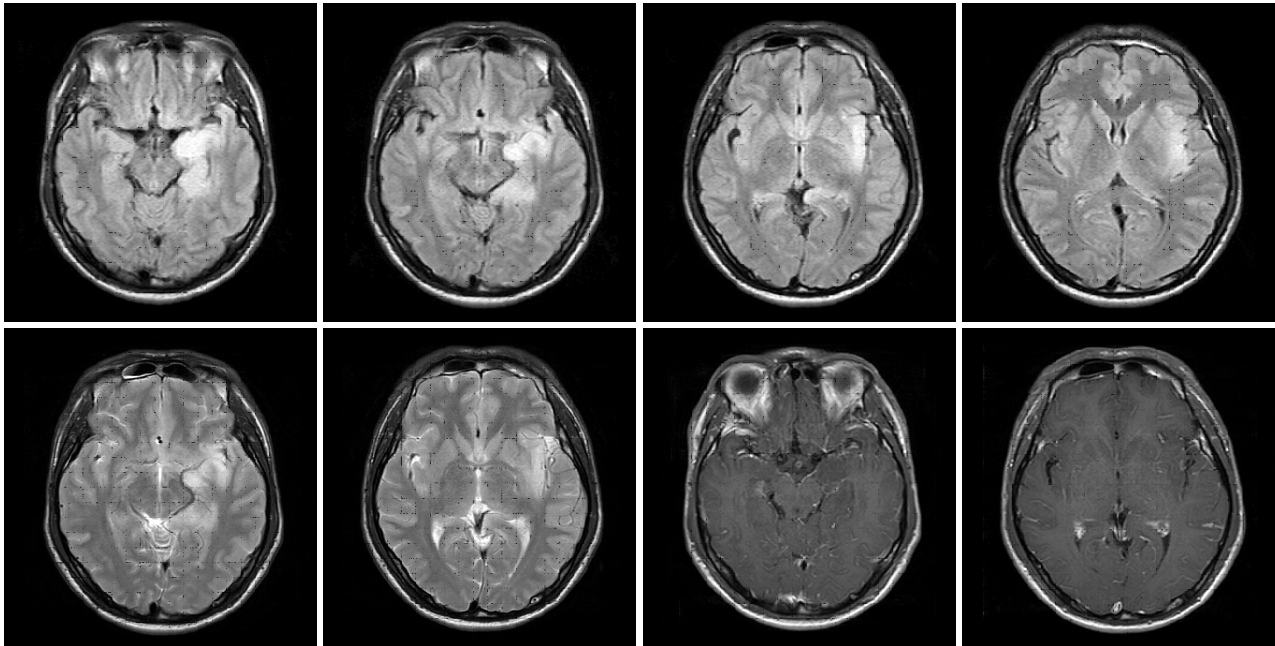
Axial slices of FLAIR, T2 weighted and T1 weighted enhance images of the patient show left medial temporal insular and inferior frontal high signal lesions with leptomeningeal enhancement.
